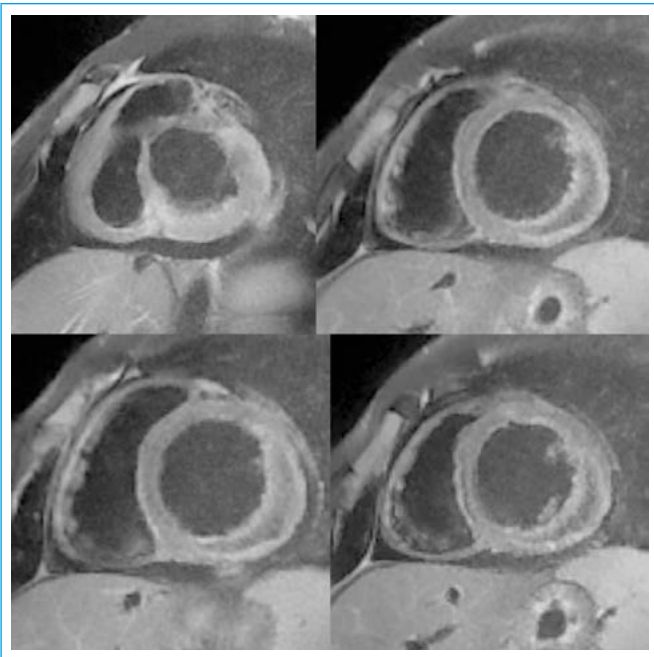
Cardio-RM, secuencia de sangre negra, cortes en eje corto. Engrosamiento de pared en la zona infartada con semiluna central hipointensa (hemorragia intramiocárdica), rodeada de halo hiperecico (edema)
